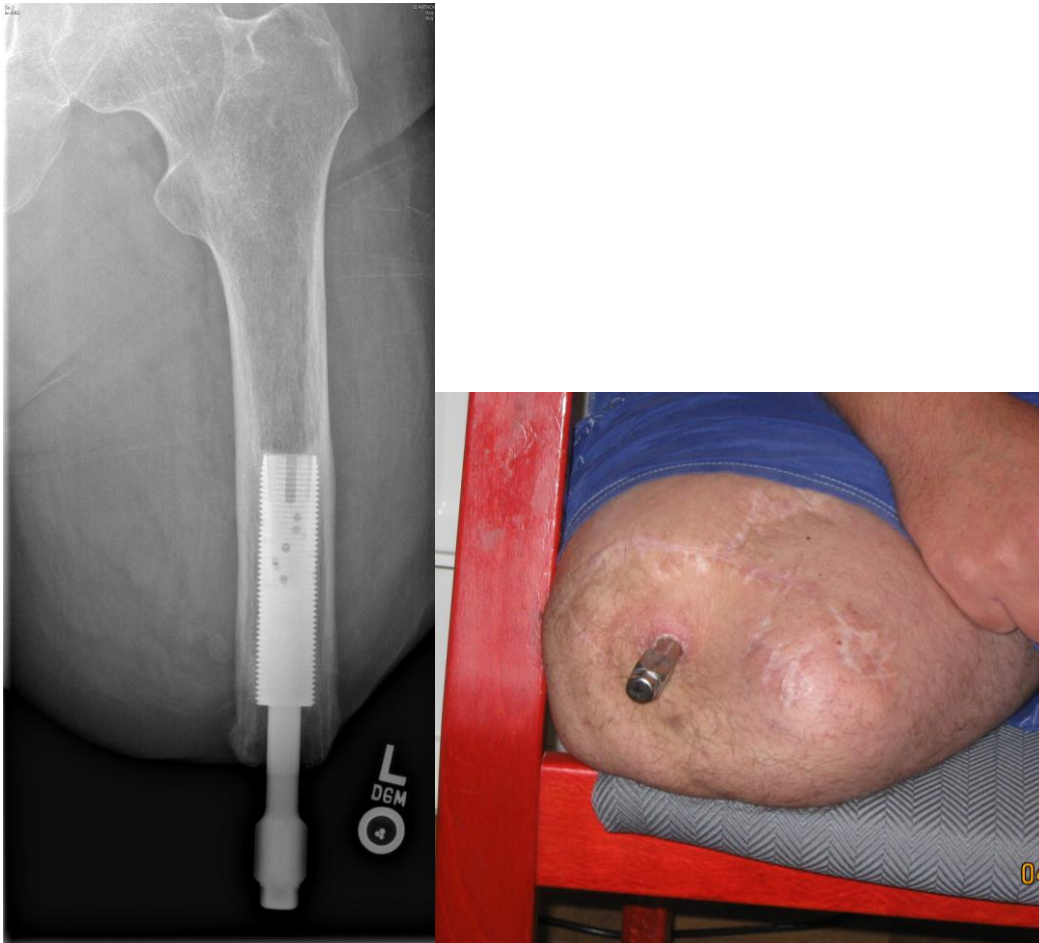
Situatie na de tweede operatie (S2) : Links röntgenfoto na plaatsing van de staaf ('abutment') in de protheseschroef ('fixture') ; rechts de klinische foto van de dijbeenstomp met het staafuiteinde dat door de huid naar buiten steekt.
